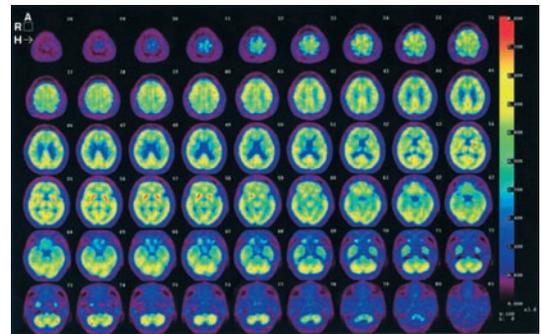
J-ADNI : AD-b & 12M (FDG-PET)
